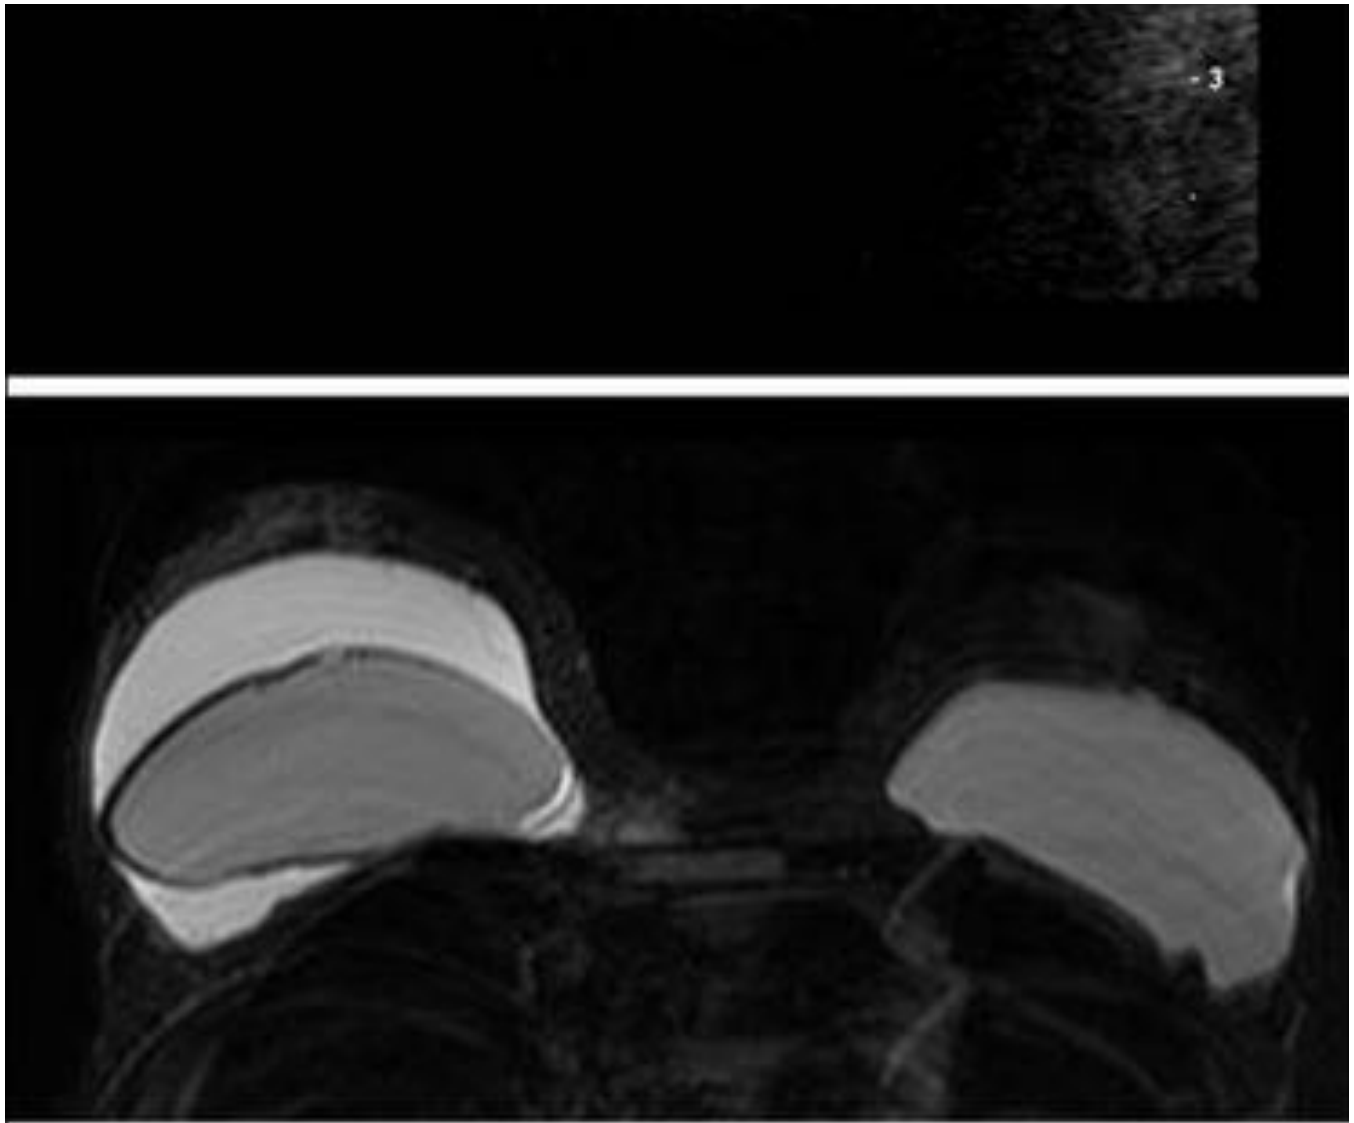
Los seromas y las colecciones periimplante pueden observarse con relativa frecuencia en el postoperatorio precoz. Arriba: colección periprotésica anecoica en el período postquirúrgico precoz en una paciente sin semiología inflamatoria locorregional. Abajo: la imagen de RM (secuencia axial con potenciación T2 y supresión grasa) muestra una colección periprotésica derecha que se autolimitó en pocos días, compatible también con seroma postquirúrgico.
